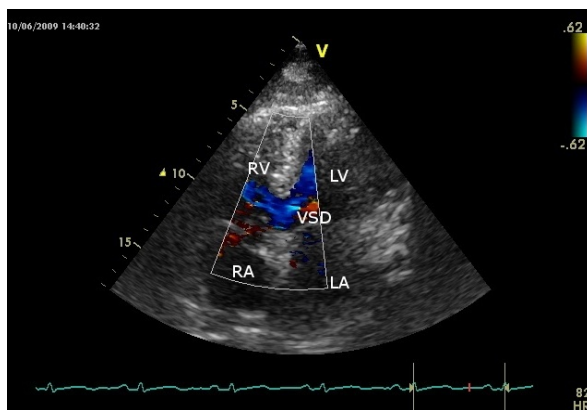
Ecocardiografia color Doppler transtoracica. Difetto interventricolare perimembranoso (VSD) fra ventricolo sinistro (LV) e ventricolo destro (RV)
